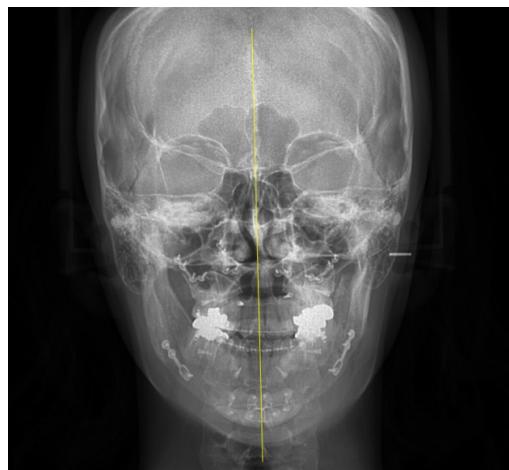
Postoperative posteroanterior cephalometric radiograph.
